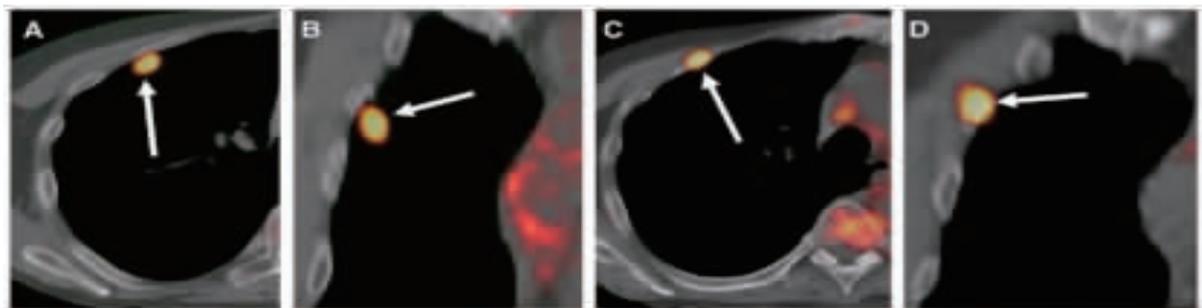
FB 与 DIBH 状态时 PET/CT 检查同一肿瘤不同位置表现
